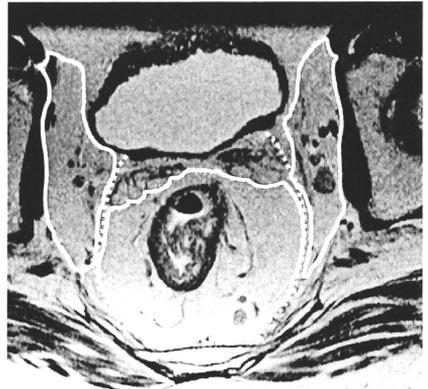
mesorectal excision (ME), 骨盤自律神経温存 D3 (自律神経温存 D3 郭清), 骨盤自律神経非温存 D3 の比較. 男性の精囊レベルの MRI 横断像. 実線が切除範囲. 破線は骨盤自律神経の位置.
